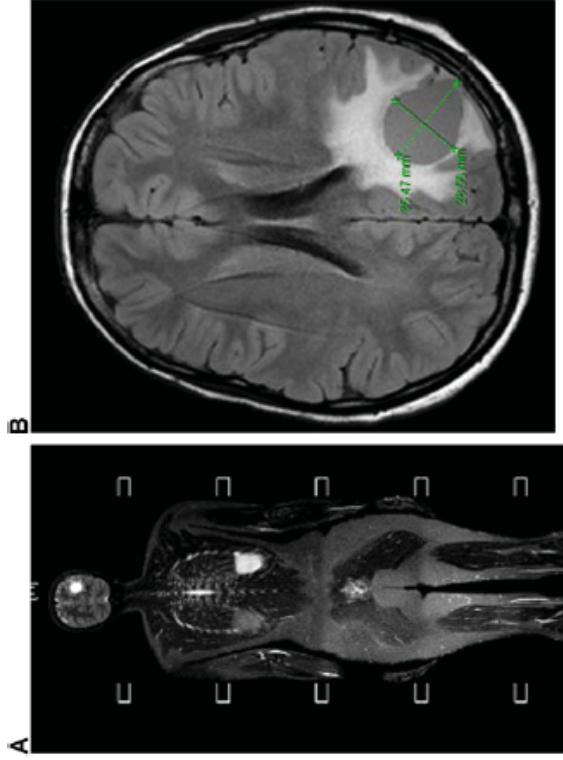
Surveillance MRI reveals an asymptomatic malignant glioma.
